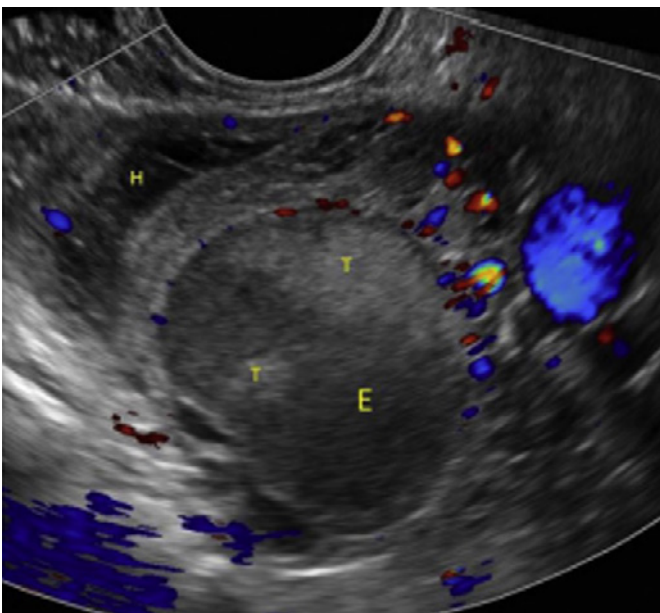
Imagem com Doppler colorido de endometrioma ovariano (E) com debris tumefativos (T). Um cisto hemorrágico também está presente (H).⁶
